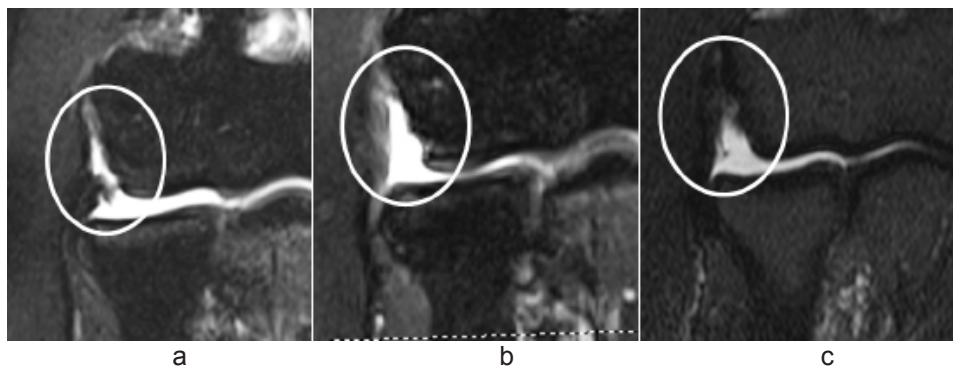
術後 MRI 所見の経過 (STIR, 冠状断): 非修復例
